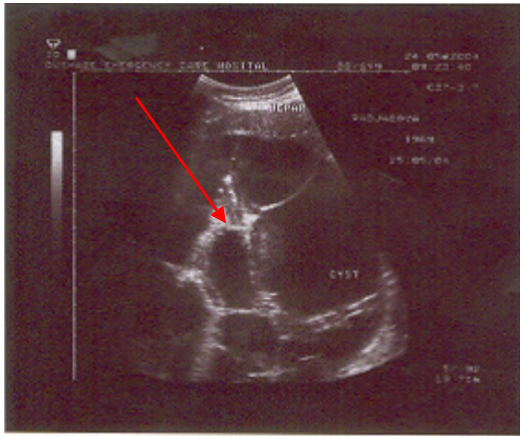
3.22. - УЗИ печени. Множественный эхинококкоз печени
